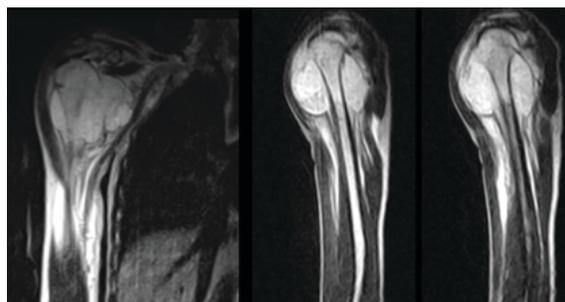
Imagen de resonancia magnética de la articulación glenohumeral ponderada en T2. La lesión intramedular localizada en la metáfisis del húmero muestra una baja intensidad de señal, característica de tejido óseo comprometido, mientras que la masa de tejido blando circundante presenta una intensidad de señal alta, indicativa de infiltración tumoral y edema.
